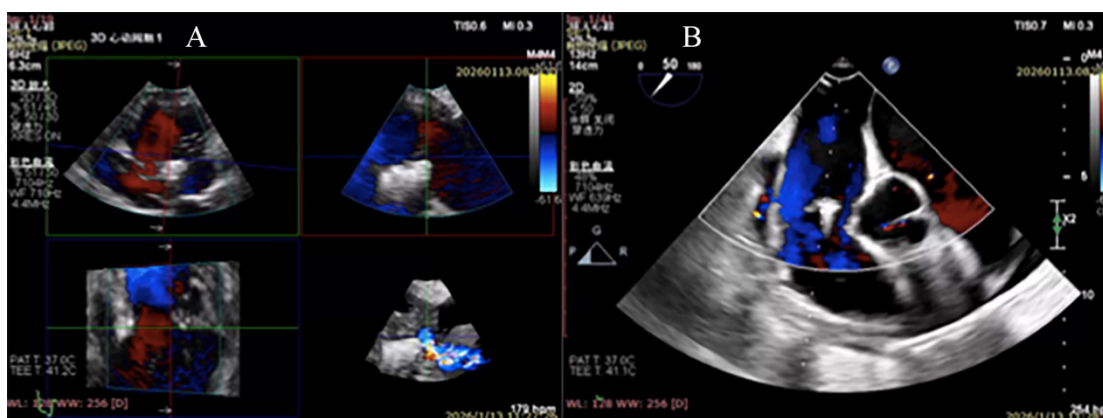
经导管三尖瓣缘对缘修复术后即刻经食管超声心动图评估示三尖瓣反流有效减少
